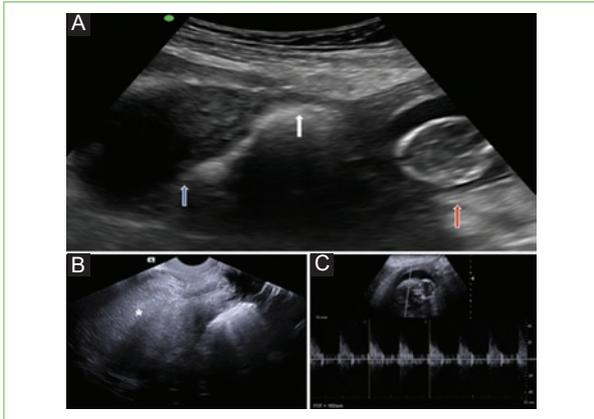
Ecografía obstétrica. A: útero unicornio (flecha azul) en relación con gestación ectópica en cuerno rudimentario (flecha roja), unidos por tabique isoecogénico a miometrio sin comunicación con cavidad endometrial (flecha blanca). B: útero unicornio en anteversoflexión con cavidad uterina vacía (asterisco). C: gestación ectópica en cuerno rudimentario.
